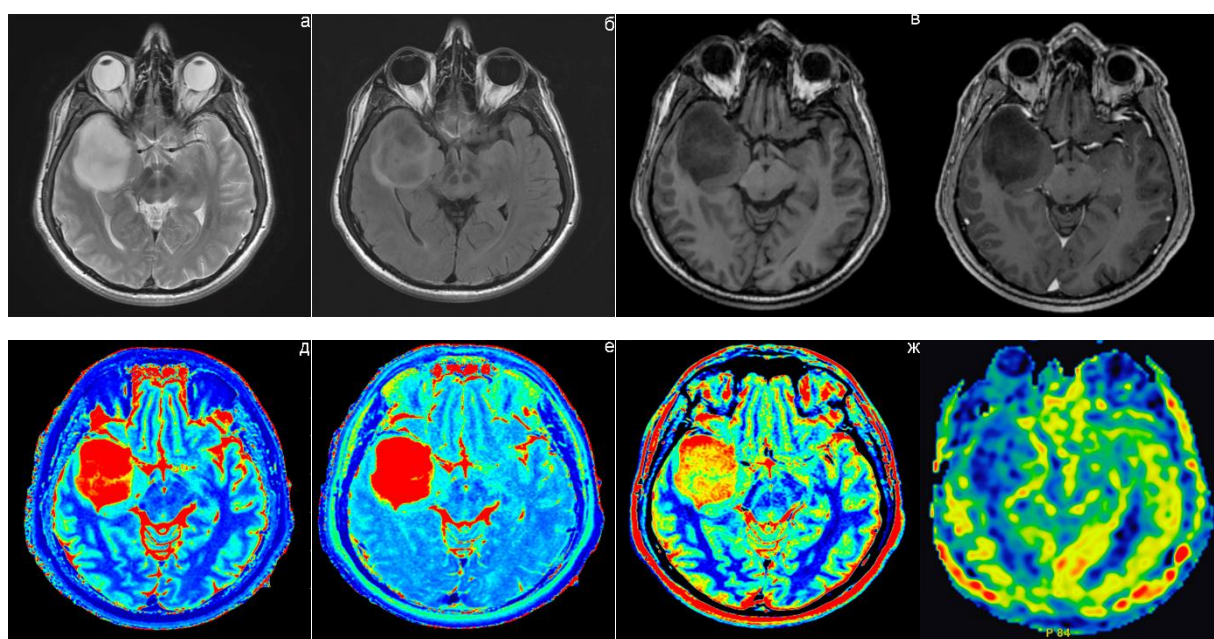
МР-изображения и параметрические карты, клинический пример №1. а – режим Т2, б – режим Т2-FLAIR, в – режим FSPGR BRAVO до контрастного усиления, г – режим FSPGR BRAVO после контрастного усиления, д – карта времени Т1, е – карта времени Т2, ж – карта протонной плотности, з – карта кровотока
